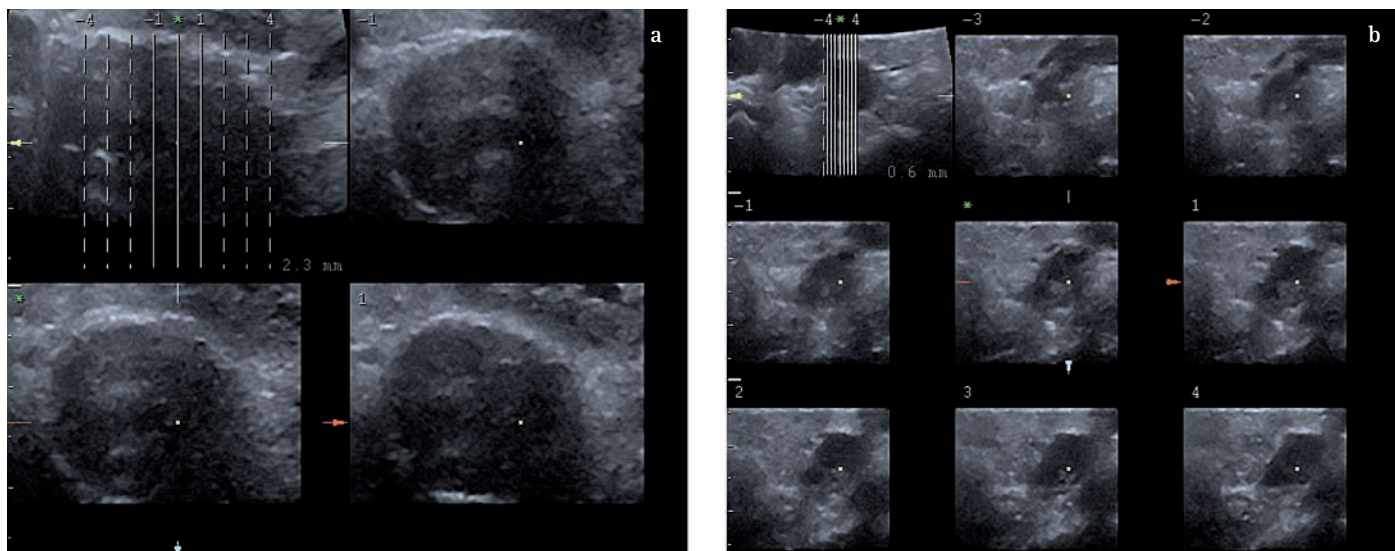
TOMOGRAPHIC ULTRASOUND IMAGING. Il volume acquisito può essere rappresentato con scansioni tomografiche di vario spessore. La tomografia ad US riportata mostra rispettivamente 4 (A) ed 8 (B) sezioni planari di una paratiroide nodulare sviluppatasi in una paziente in dialisi con iperparatiroidismo secondario severo.
